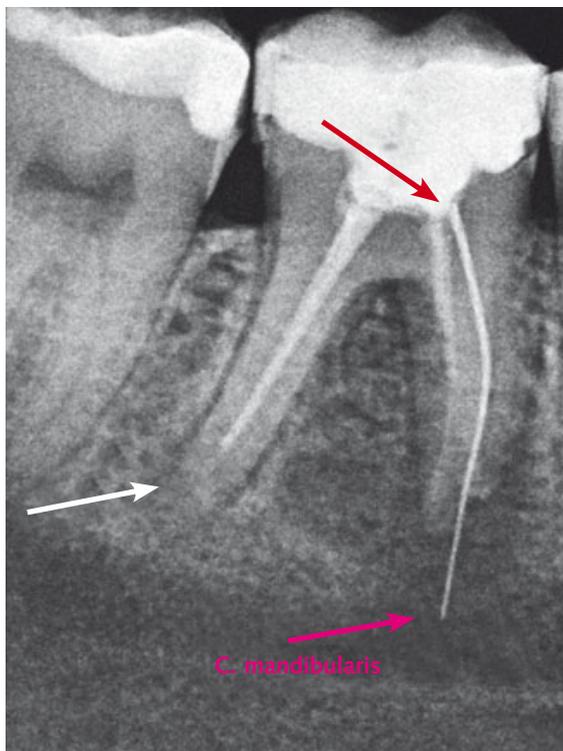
Das frakturierte endodontische Instrument ragt röntgenologisch bis an das Dach des Canalis mandibularis.
